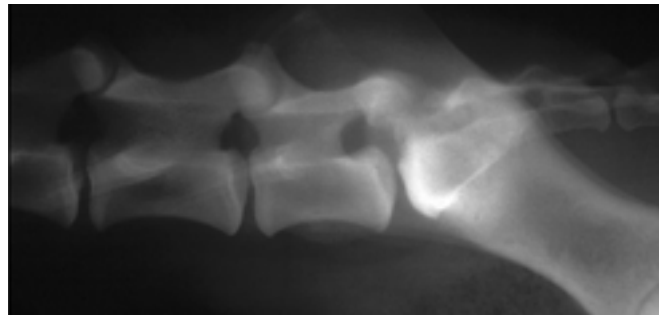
Seitliches Nativröntgen des lumbosakralen Überganges. Ein mineraldichtes Fragment ist im Spinalkanal craniodorsal der Endplatte von S1 sichtbar. Der craniodorsale Sakrumrand ist unregelmässig begrenzt und weist eine Eindellung auf.
